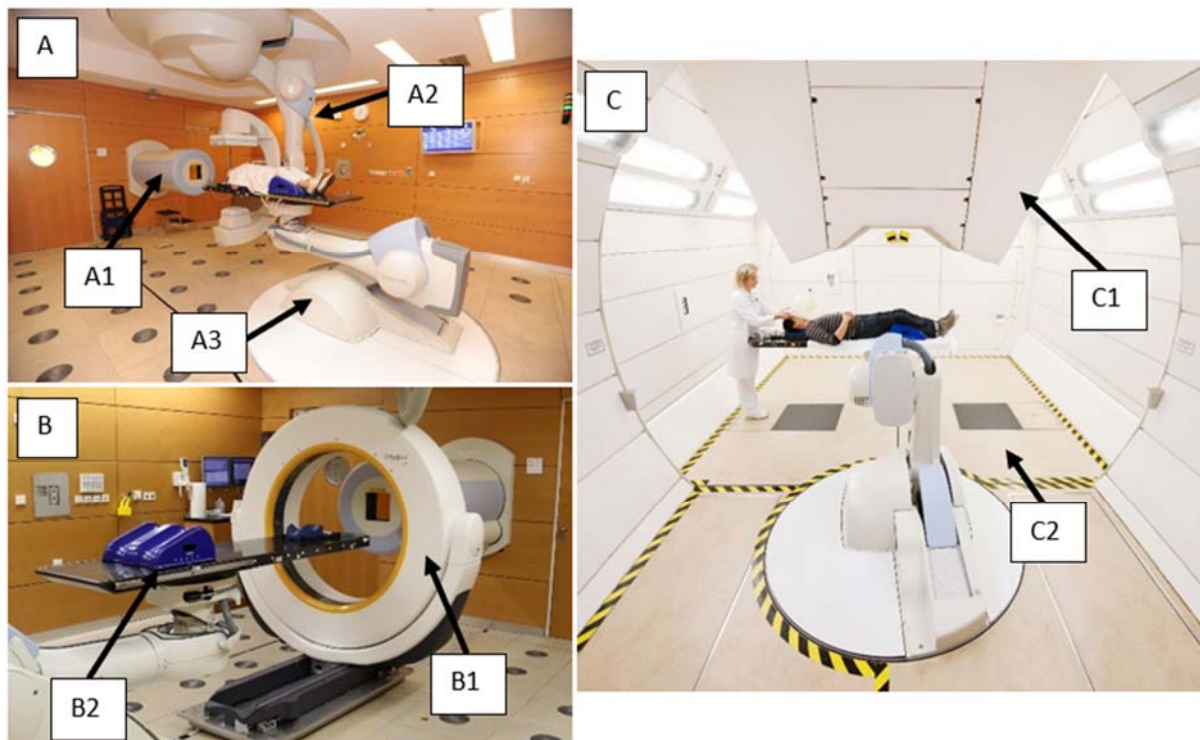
Überblick über die verschiedenen Therapieplätze am HIT. A präsentiert einen der Horizontalräume ohne Computertomograph (CT), A1 den Bestrahlungskopf (die so genannte Nozzle), A2 die 2D-Röntgenanlage und A3 den Patiententischroboter. B präsentiert den anderen Horizontalraum mit dem CT, B1 zeigt den CT und B2 eine der Immobilisierungshilfen (Kniekissen). C veranschaulicht den Gantry-Raum, C1 die Nozzle und C2 den Klappboden, der sich in zwei Hälften öffnen lässt und die 2D-Röntgenanlage enthält.
